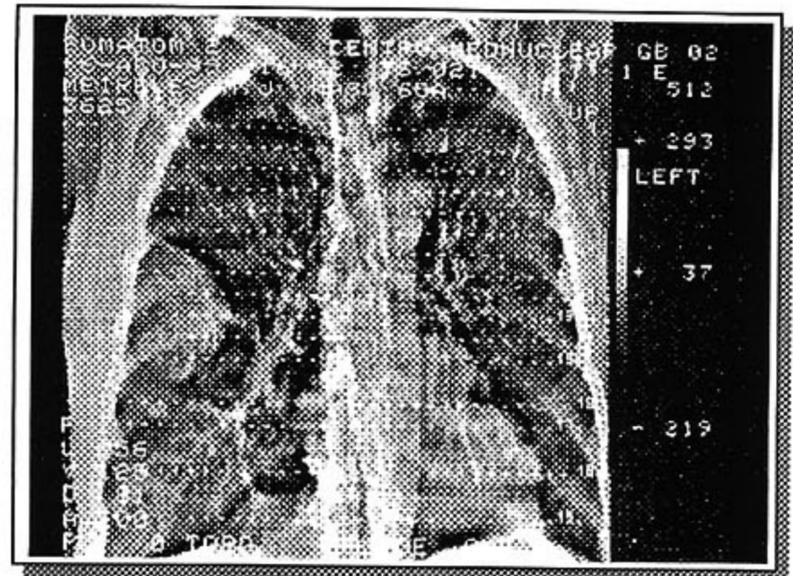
Tomografia computadorizada de tórax - corte coronal
